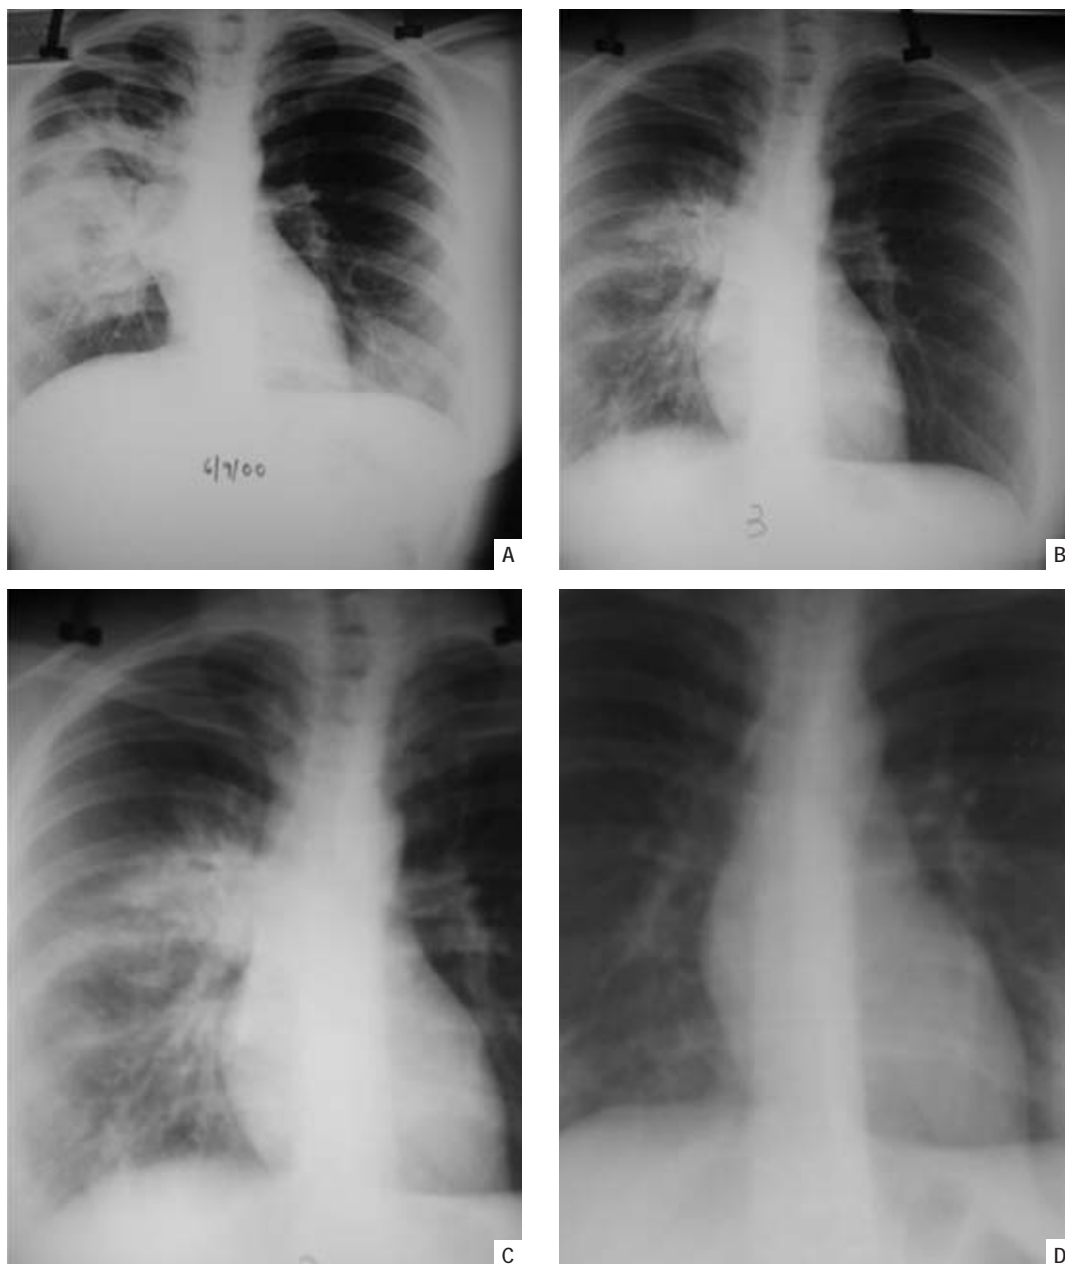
(A a D) – Telerradiografia PA do tórax de um doente com COP; A, B e C num primeiro episódio de OP, infiltrado envolvendo lobos inferiores e médio; D refere-se a episódio de recidiva com envolvimento pulmonar bilateral.
